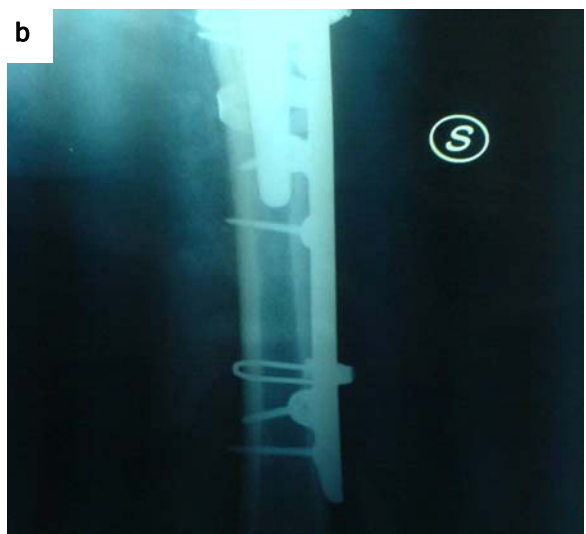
a) e b) Controllo radiografico dopo otto mesi
